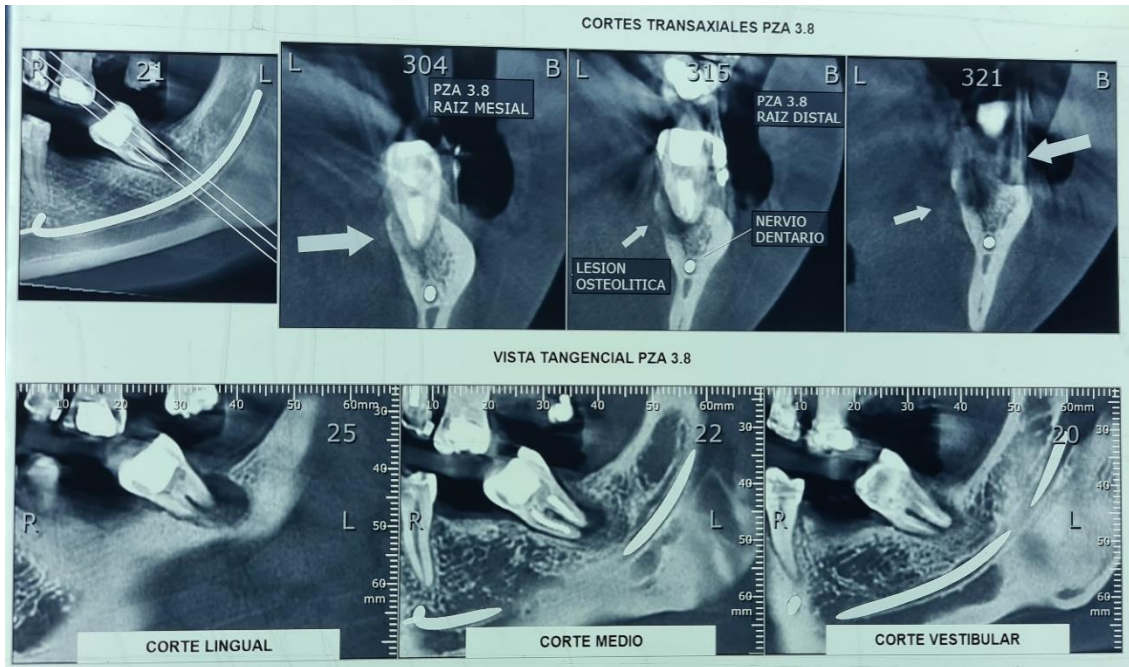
Tomografía donde se observa la inclinación del segundo molar inferior izquierdo con tratamiento de conducto área hipodensas e hiperdensas, se observa pérdida ósea, exposición radicular.
